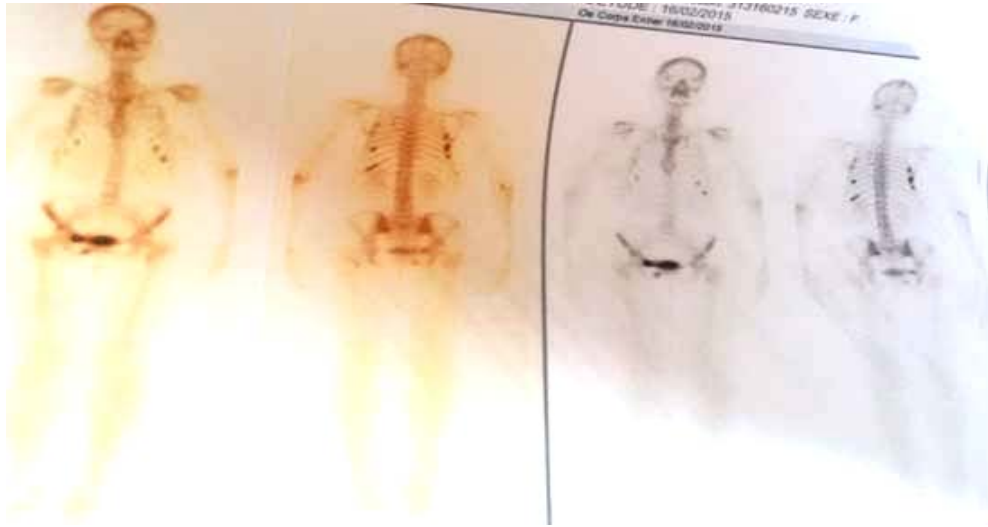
Une scintigraphie osseuse a été réalisée chez la même patiente pour douleurs osseuses et fractures pathologiques multiples, et qui a révélé un aspect compatible avec des fractures multiples liées à une fragilité osseuse sous forme de foyers multiples d'hyperfixation.
